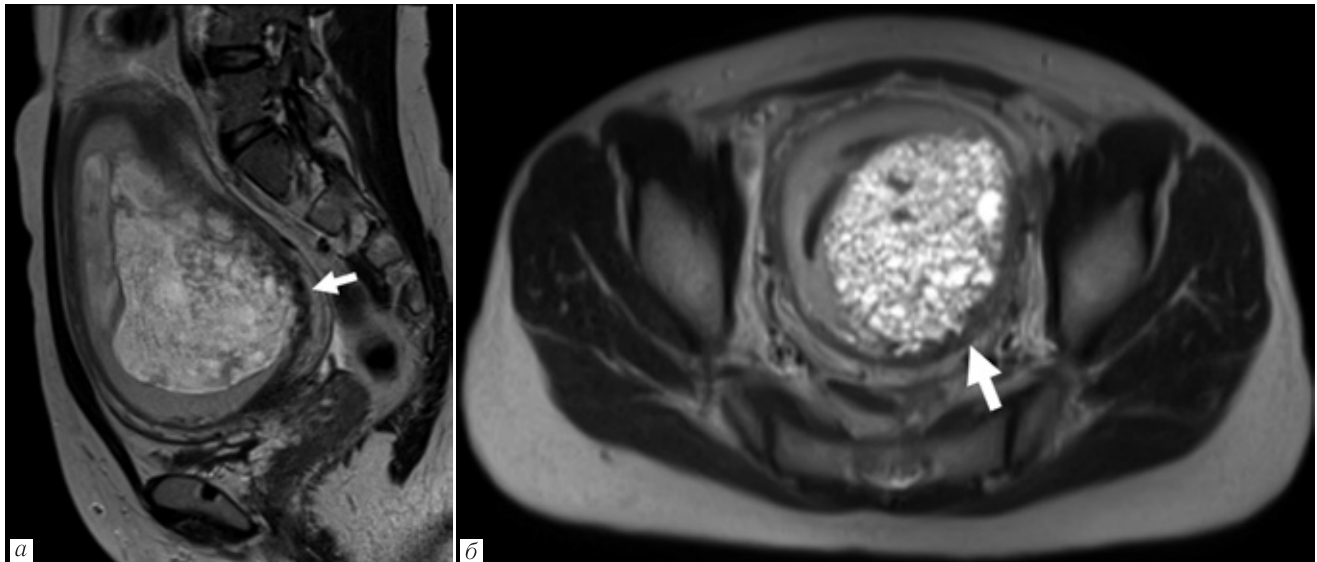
Инвазивная форма полного пузырного заноса на фоне синхронно развивающейся беременности. МРТ экстрафетальных структур, T2-ВИ, сагиттальная (а) и аксиальная (б) плоскости. В полости матки определяется плодное яйцо, содержащее полностью кистозно-трансформированную трофобластическую ткань. По заднебоковой стенке матки в нижнем сегменте слева визуализируется участок нечеткой границы между стенкой матки и тканью пузырного заноса, миометрий на этом фоне представляется истонченным, в структуре определяются расширенные сосуды (стрелки). В полости матки вокруг трофобластически измененной ткани и плодного яйца определяется массивное кровоизлияние неправильной серповидной формы неоднородной изо-гиперинтенсивной на T2-ВИ структуры (а, б)
